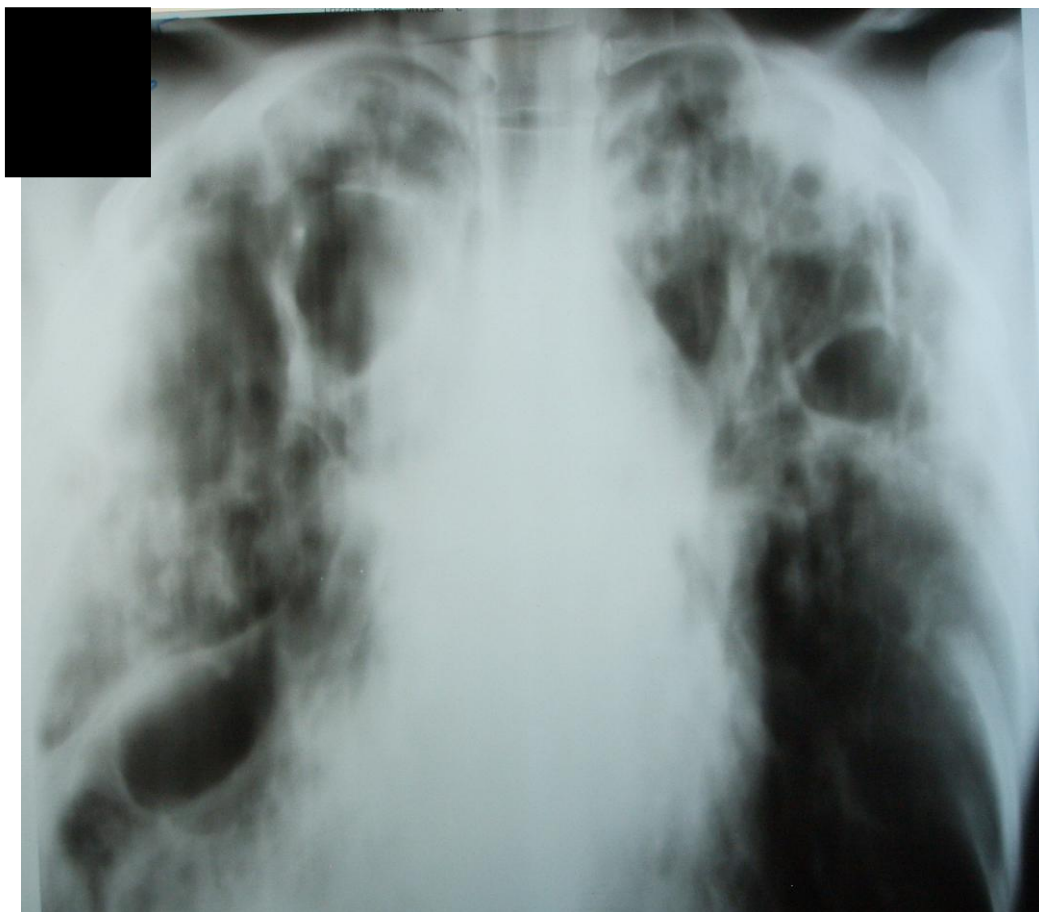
Томограмма органов грудной клетки (прямая, срез 7 см). Двусторонний фиброзно-кавернозный туберкулез легких в фазе инфильтрации, обсеменения.
